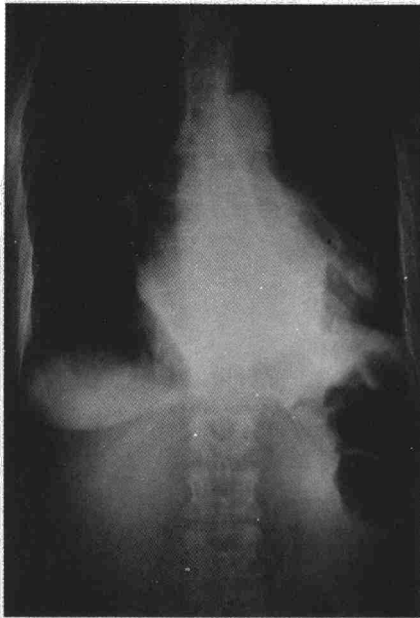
Radiografía de tórax a su ingreso.
